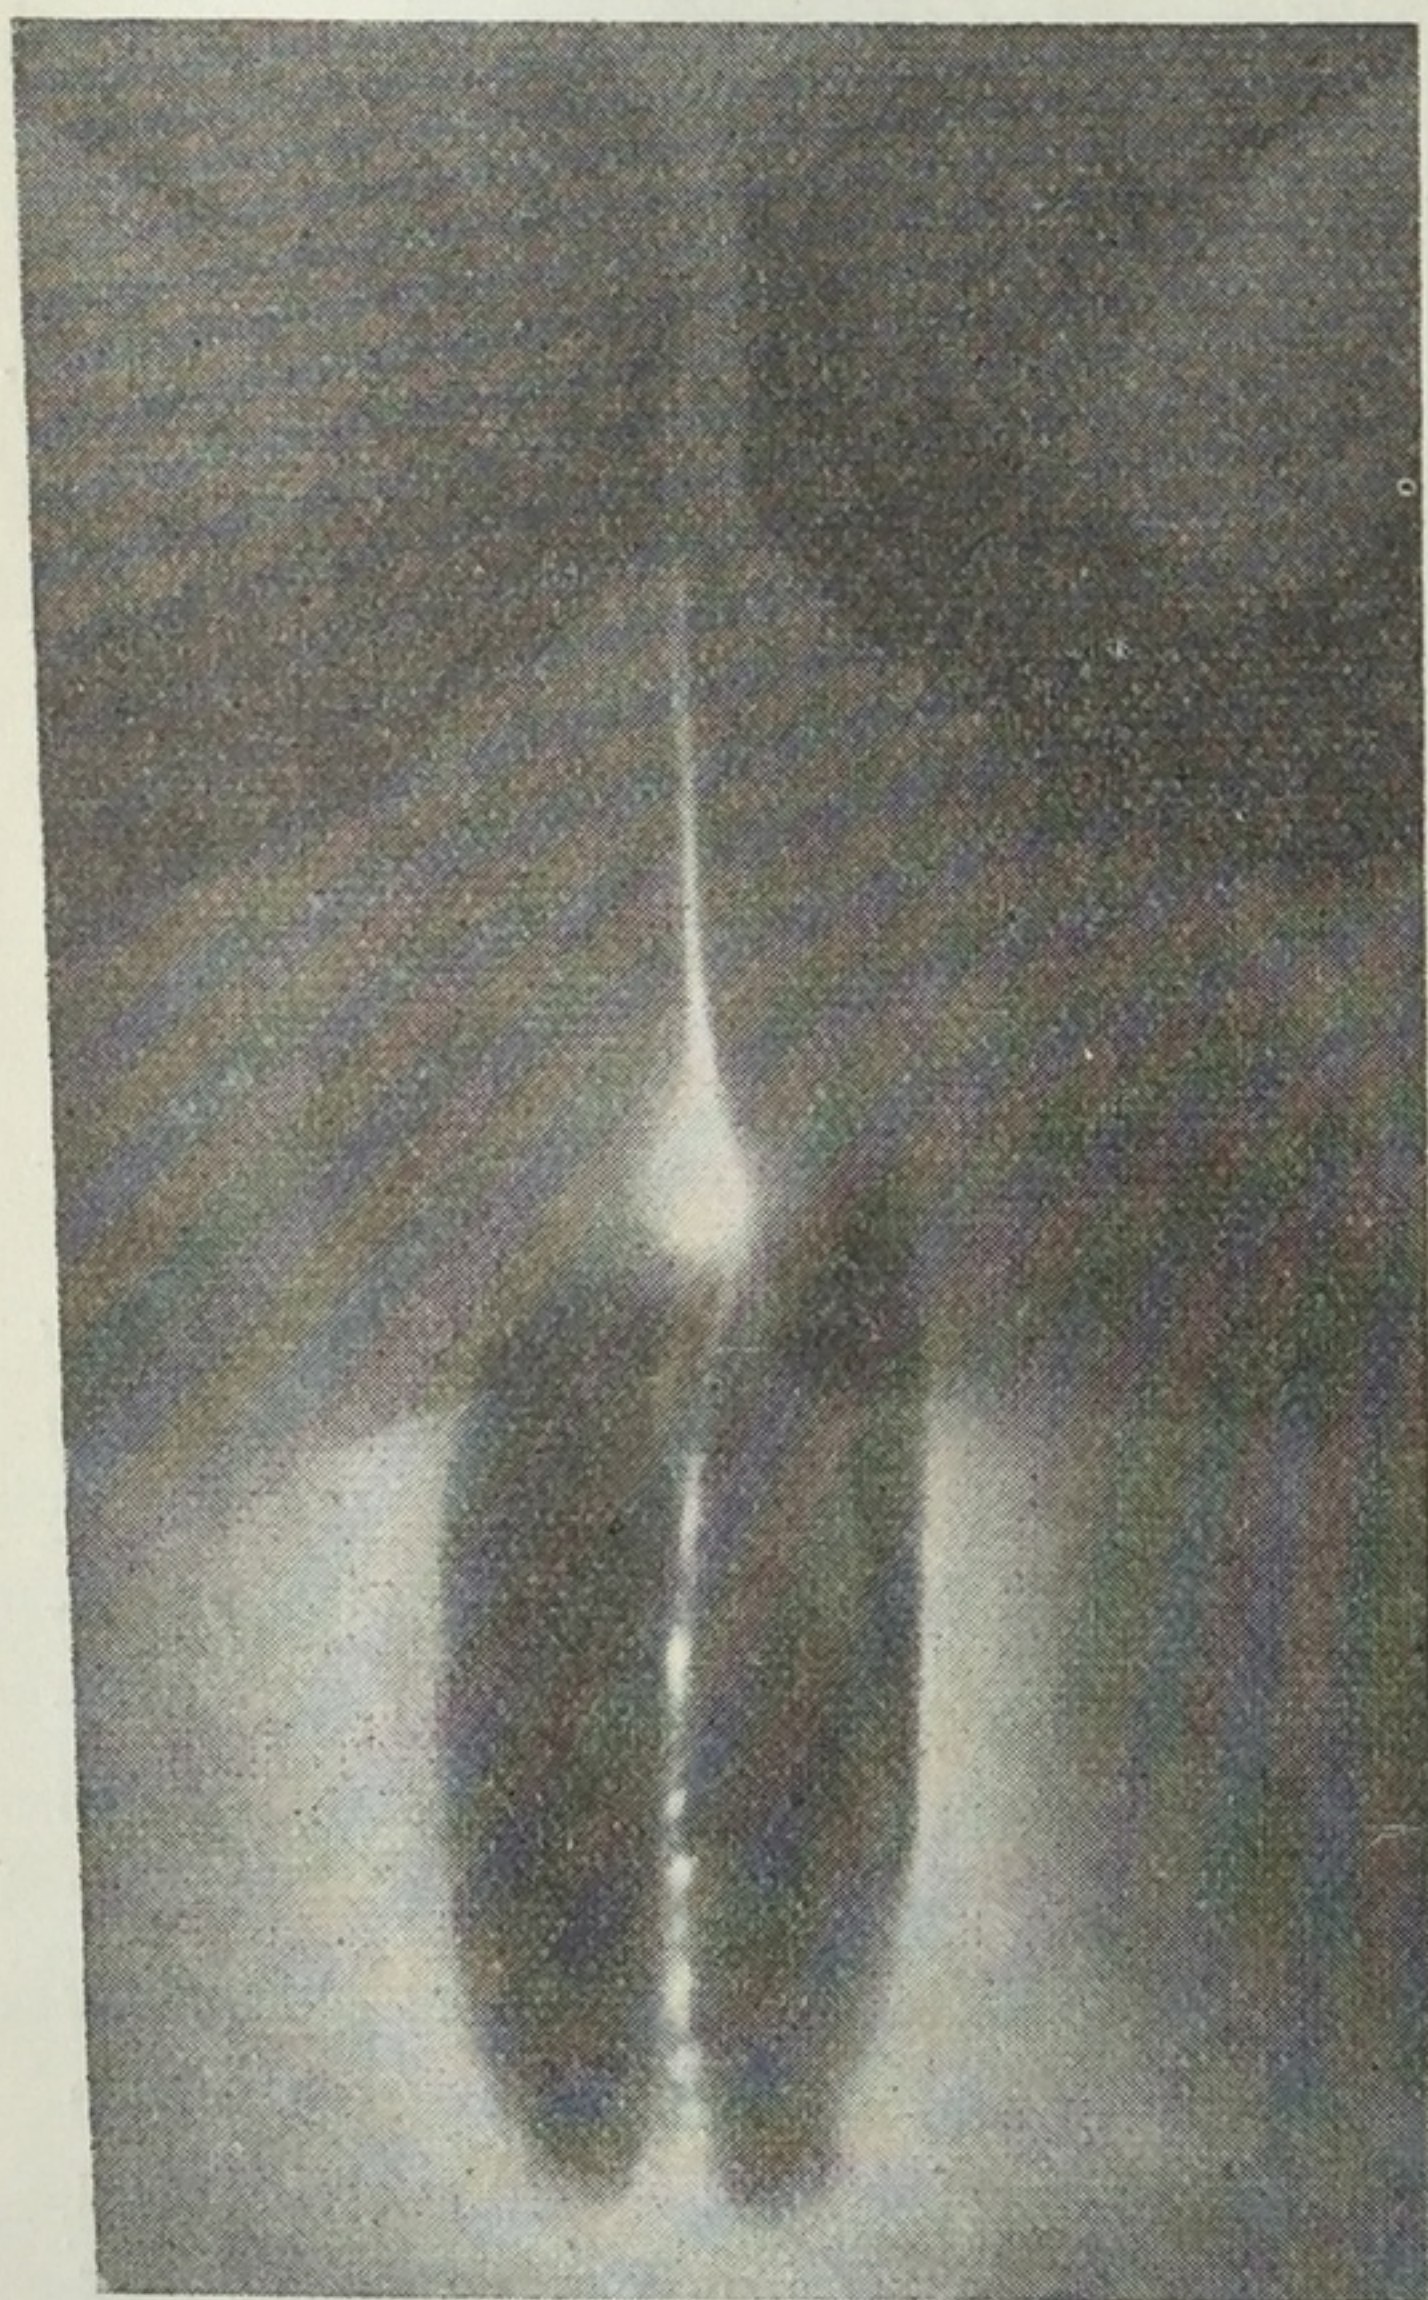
Кавернозограмма. Введенное в одну ножку пещеристого тела полового члена рентгеновское контрастное вещество проходит через щели в перегородке полового члена в пещеристое тело на другой стороне. Светлые места соответствуют стенке перегородки
